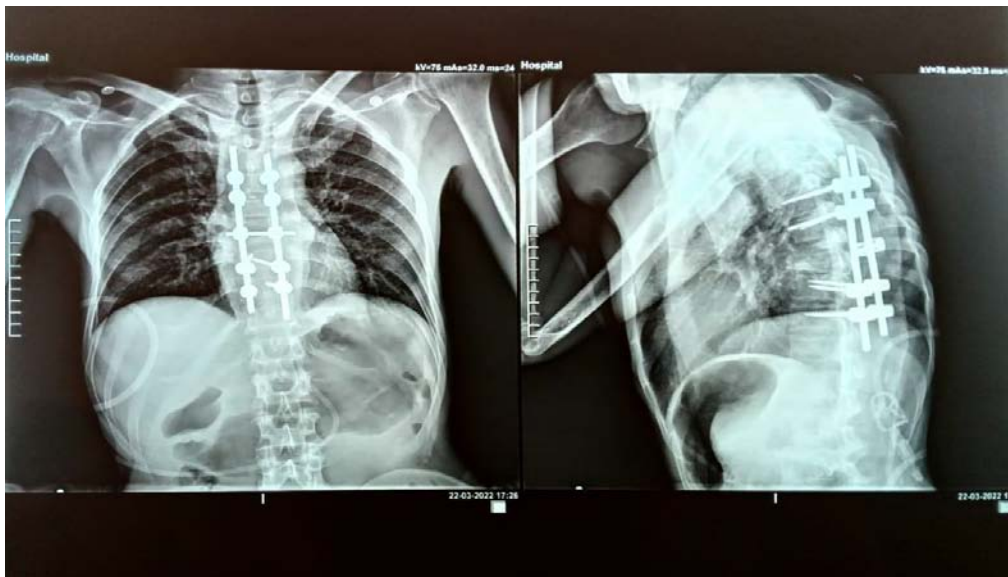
Radiographie du rachis thoracique du même patient en post opératoire, en incidence face et profil
